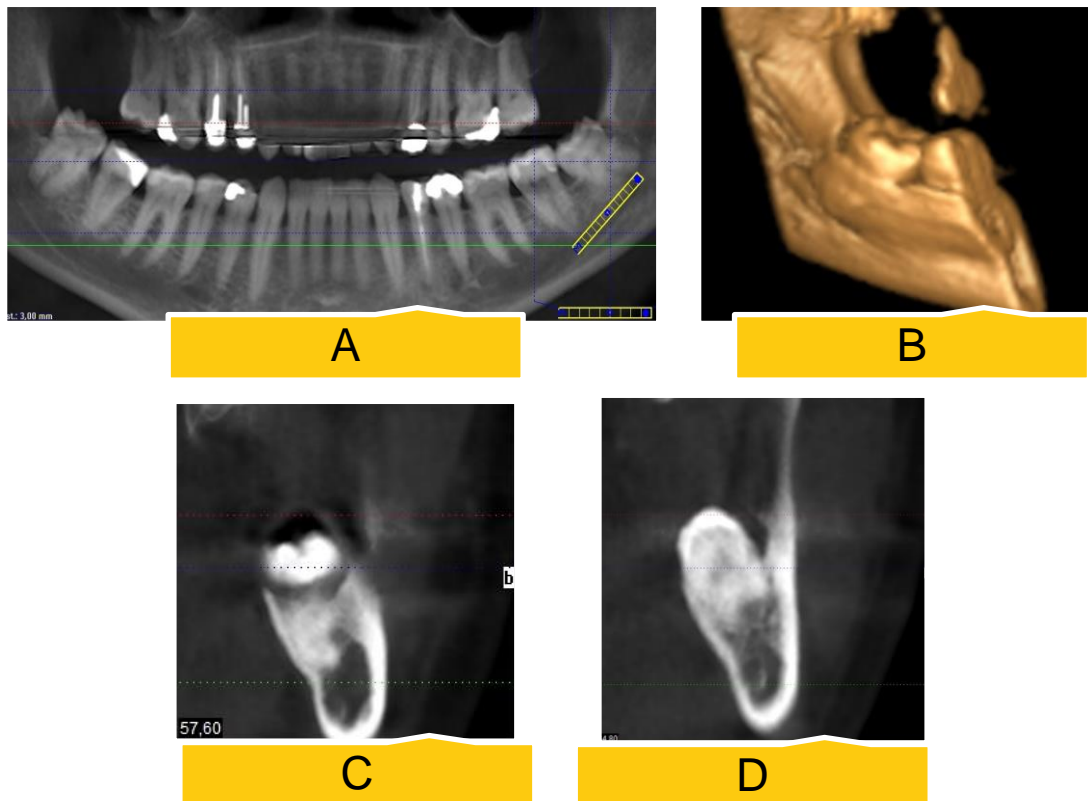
Visualização do CBCT em iVision (iCAT, EUA). A, Panorâmica em tela implante. B, Reconstrução 3D C e D, Dente 38 em corte
